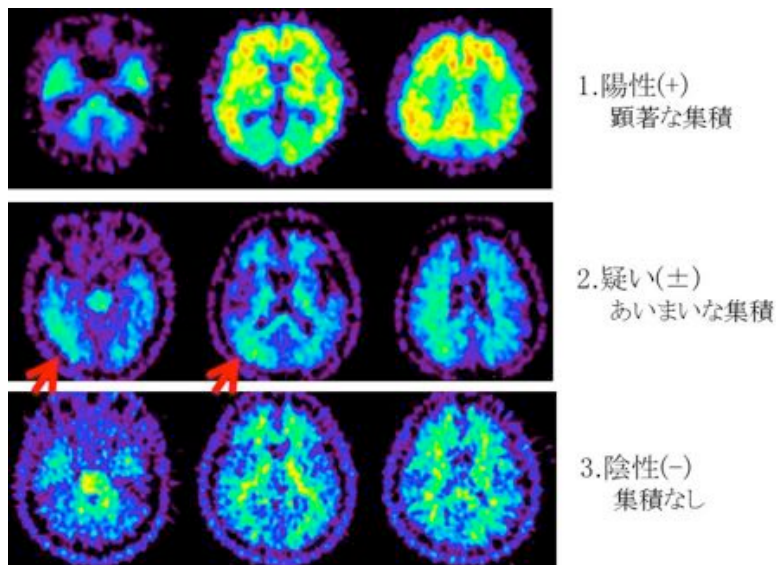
J-ADNI PiB-PET における視覚評価
